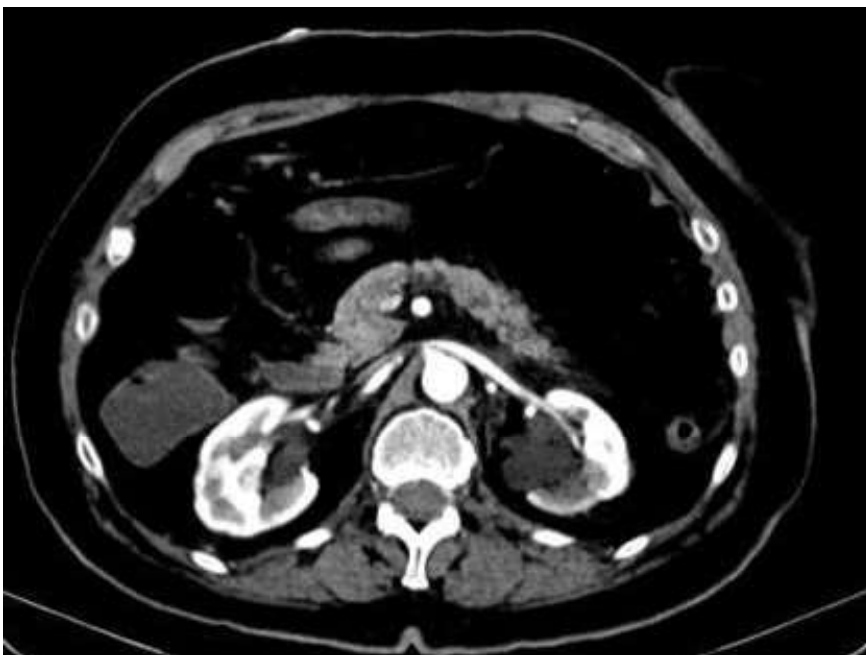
TC corte axial. Isquemia renal bilateral
